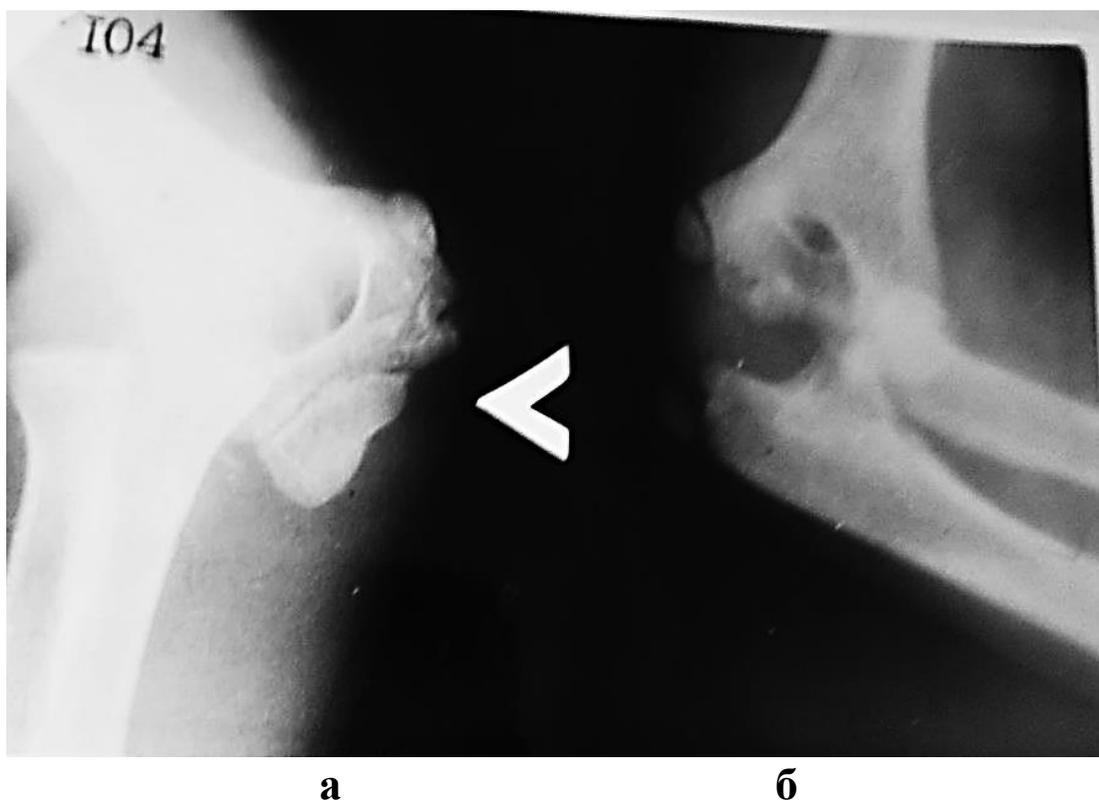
(а, б).Рентгенограмма локтевого сустава.
